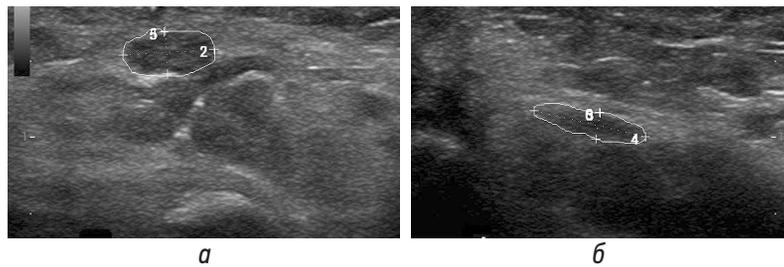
а* — УЗИ срединного нерва на уровне входа в запястный канал (поперечное сканирование); *б* — УЗИ правого срединного нерва при поперечном сканировании срединного нерва в карпальном канале
